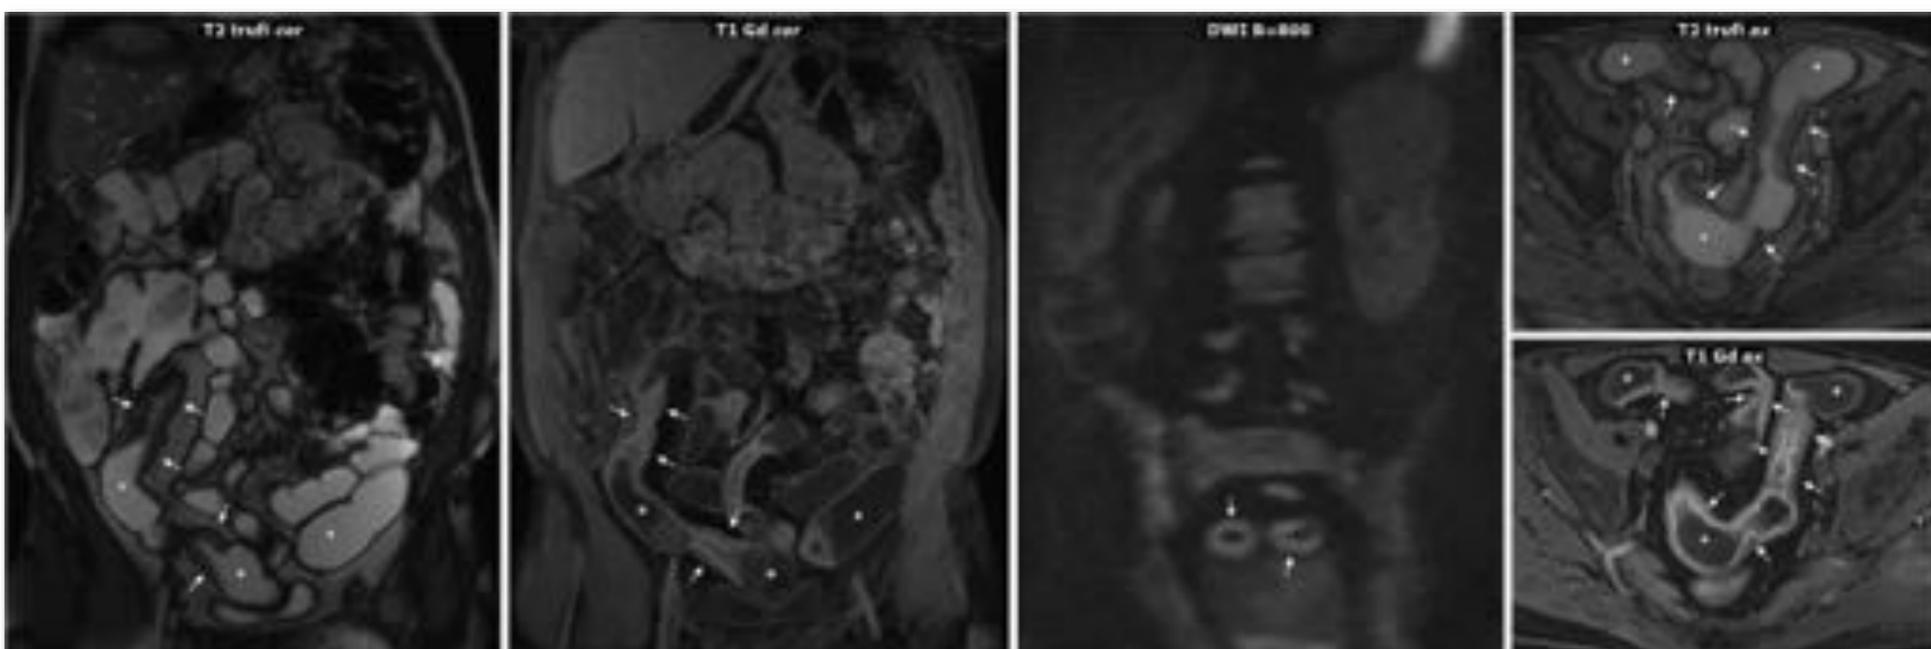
RM en la OIDA por EC.
